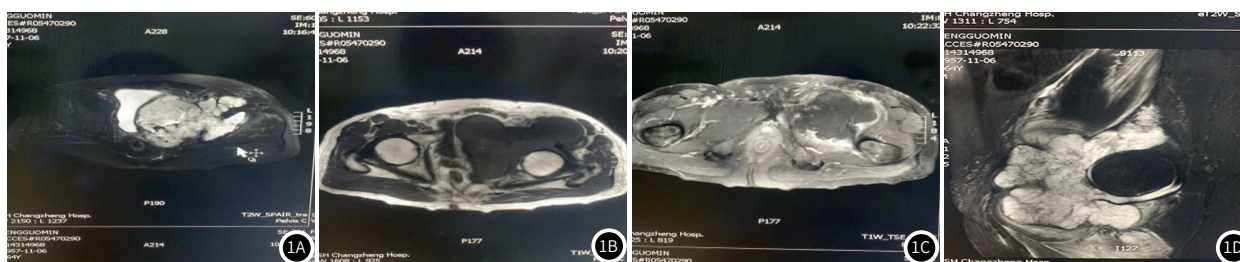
CCCS患者的MRI表现。图1A: T₁WI横断位, 左侧髋臼周围见巨大软组织肿块, T₂WI呈高信号, 突向盆腔内, 膀胱受压, 周围伴骨质破坏; 图1B: T₁WI横断位, 左侧髋臼周围见巨大软组织肿块, T₂WI呈低信号, 突向盆腔内, 膀胱受压, 周围伴骨质破坏; 图1C: T₁WI+C横断位, 左侧髋臼周围见巨大软组织肿块, 边界欠清, 在增强后呈明显不均匀强化; 图1D: T₁WI矢状位, 左侧髋臼周围见巨大软组织肿块, T₂WI呈高信号, 周围软组织水肿
